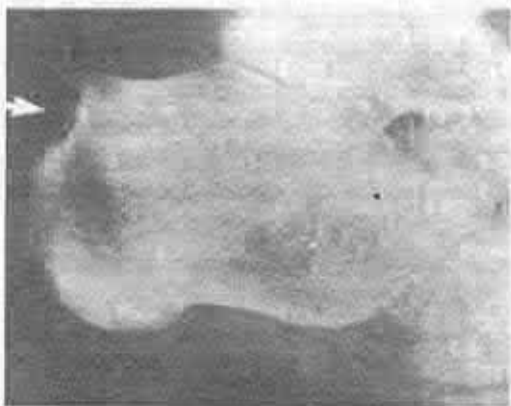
A – radiografia degetului mare al plantei: eroziuni ale suprafețelor articulare ale degetului mare și articulațiilor MT ale degetelor II și III (sindromul Reiter). *B* – radiografia degetului mare al plantei: tofusuri marginale pe porțiunea distală a falangei proximale a degetului mare și tofus subcondral al falangei distale (gută).
